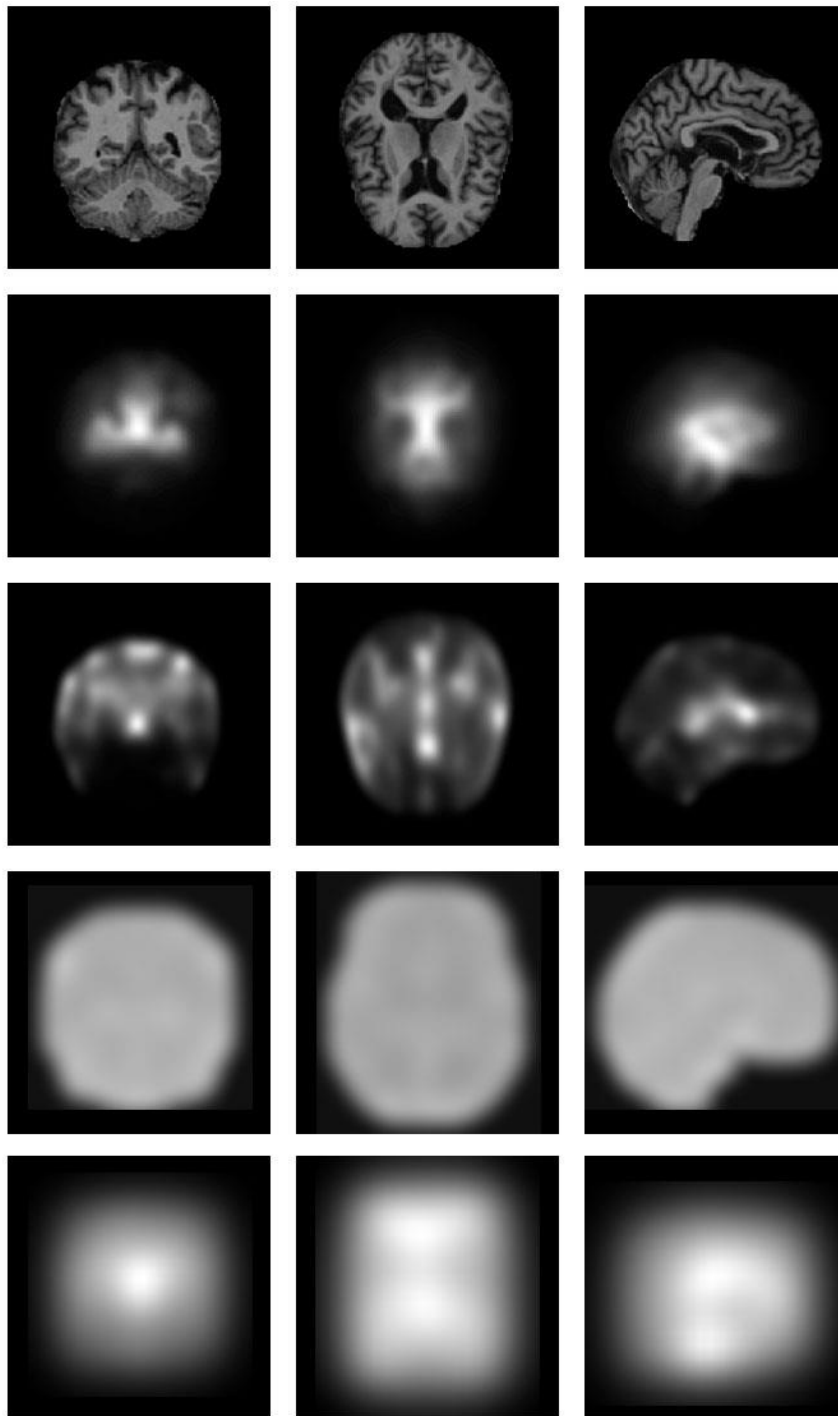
Mapas de Saliencia obtenidos de un paciente de control NC en las orientaciones coronal, axial y sagital. Fila 1: imagen RM de entrada, Fila 2: mapa de saliencia CovSal, Fila 3: mapa de saliencia FES, Fila 4: mapa de saliencia AIM, Fila 5: mapa de saliencia AIM
